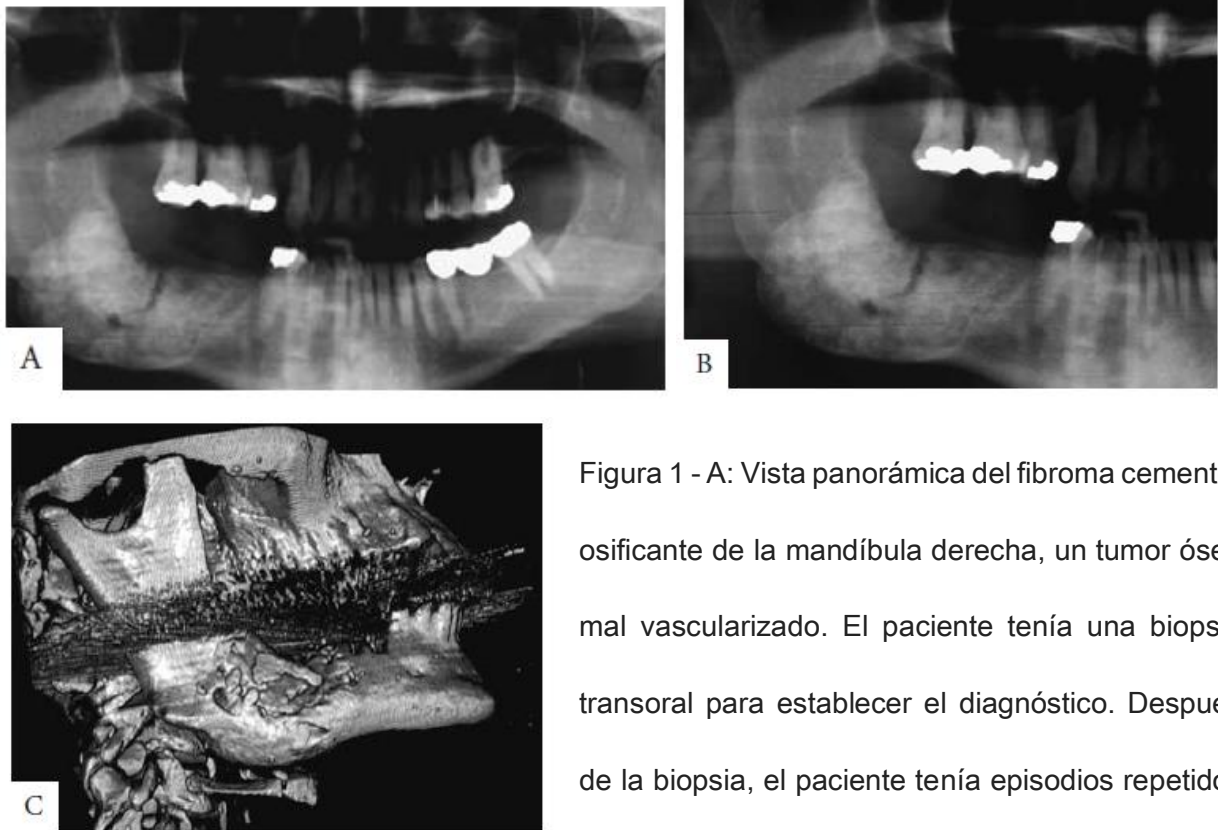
A: Vista panorámica del fibroma cemento-osificante de la mandíbula derecha, un tumor óseo mal vascularizado. El paciente tenía una biopsia transoral para establecer el diagnóstico. Después de la biopsia, el paciente tenía episodios repetidos de hinchazón y drenaje. B, primer plano de la vista panorámica. Obsérvese el área de osteomielitis observada en el centro de la lesión patológica. C, reconstrucción en tomografía computarizada tridimensional que muestra múltiples secuestros en el hueso de osteomielitis de bajo grado dentro de la patología ósea.⁷
